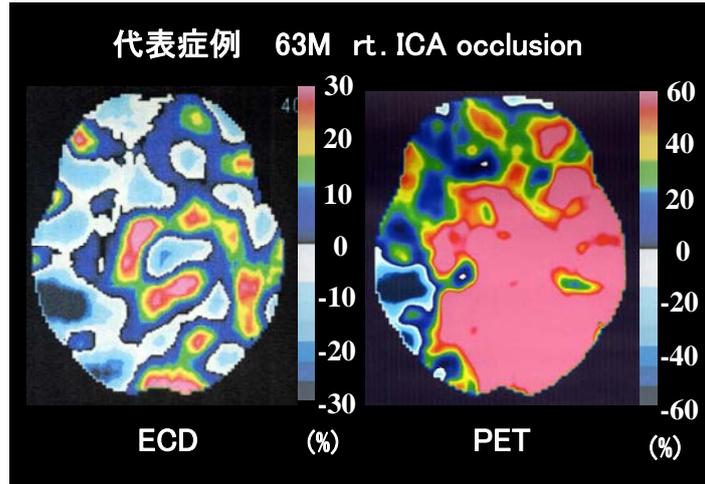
代表症例。63 歳男性，右内頸動脈閉塞。Diamox 反応性を 3D-SSP を用いて作製した計算画像(カラーバーの単位は%)。左は ECD，右は PET の計算画像。SPECT の方が PET に比して明らかに脳血管反応性を過小評価しているが，画像的には SPECT，PET 共，右内頸動脈灌流域の脳血管反応性低下を示している。
